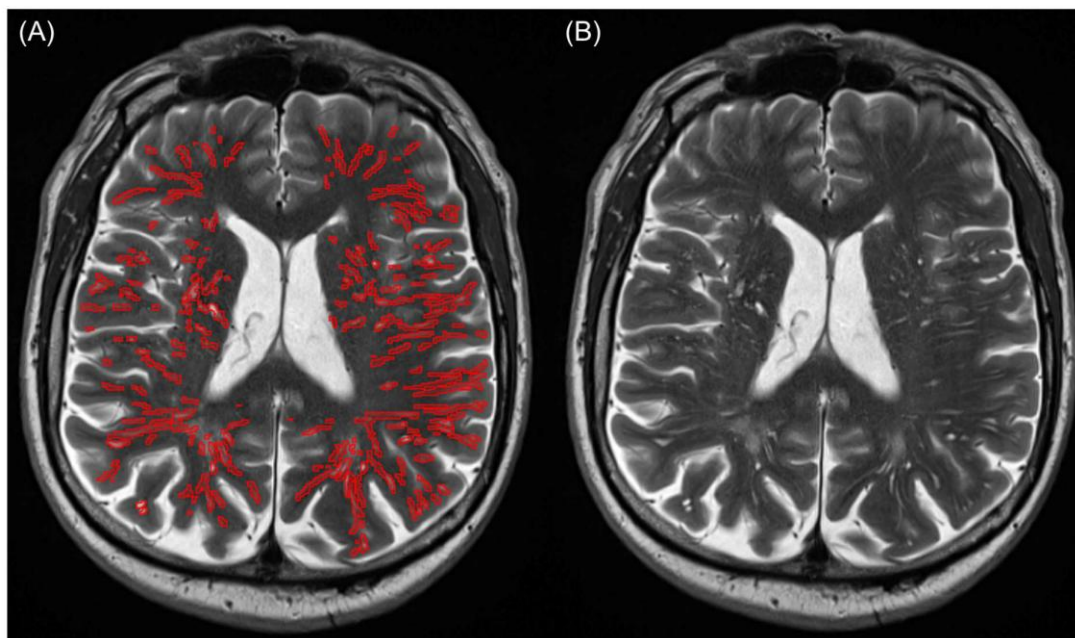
(A) Darstellung vergrößerter Flüssigkeitsräume (rot) entlang der Hirngefäße (perivaskuläre Räume) in einer magnetresonanztomographischen Aufnahme eines Patienten der Alzheimer Erkrankung und (B) ein Vergleichsbild ohne markierte perivaskuläre Räume.
